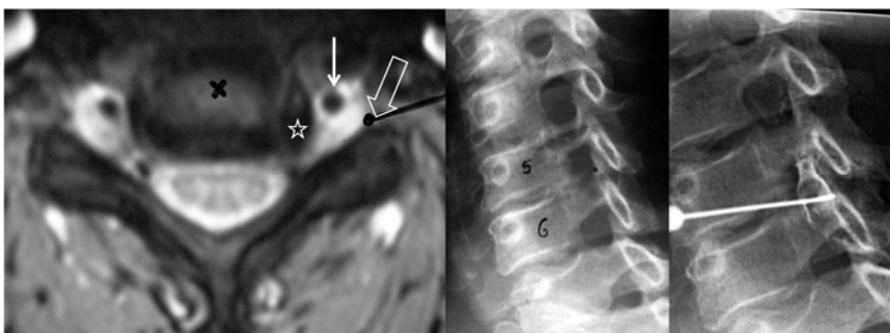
a : coupe IRM T2 passant par C5/C6. Uncarthrose gauche (étoile). Mêmes repères que sur la figure 14 ; b : radiographie correspondante ; c : aiguille en place. Injection qui moule le ganglion spinal.
